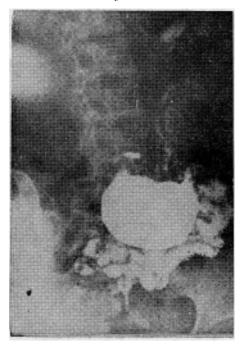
(Observación Nº 9) C. F. de C. Radiografía tomada 6 hs, después de ingerir el bario. Destacar: la retención exagerada de la sustancia opaca en el estómago, la hipotonía y una pequeña retención en el bulbo duodenal (mecánica).
